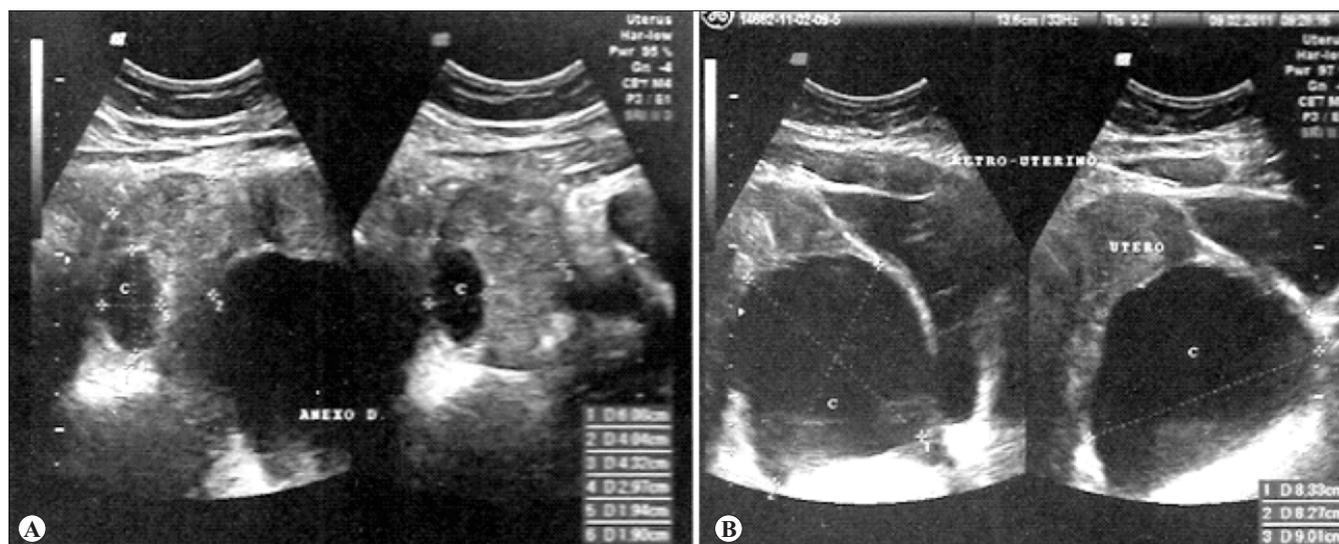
Ultrassonografia transvaginal mostrando imagem de característica sólida, contendo em seu interior um cisto de contornos regulares, além de conteúdo hipoeicoico (A) e em topografia retrouterina, visualizou-se grande cisto com conteúdo anecoico (B).
